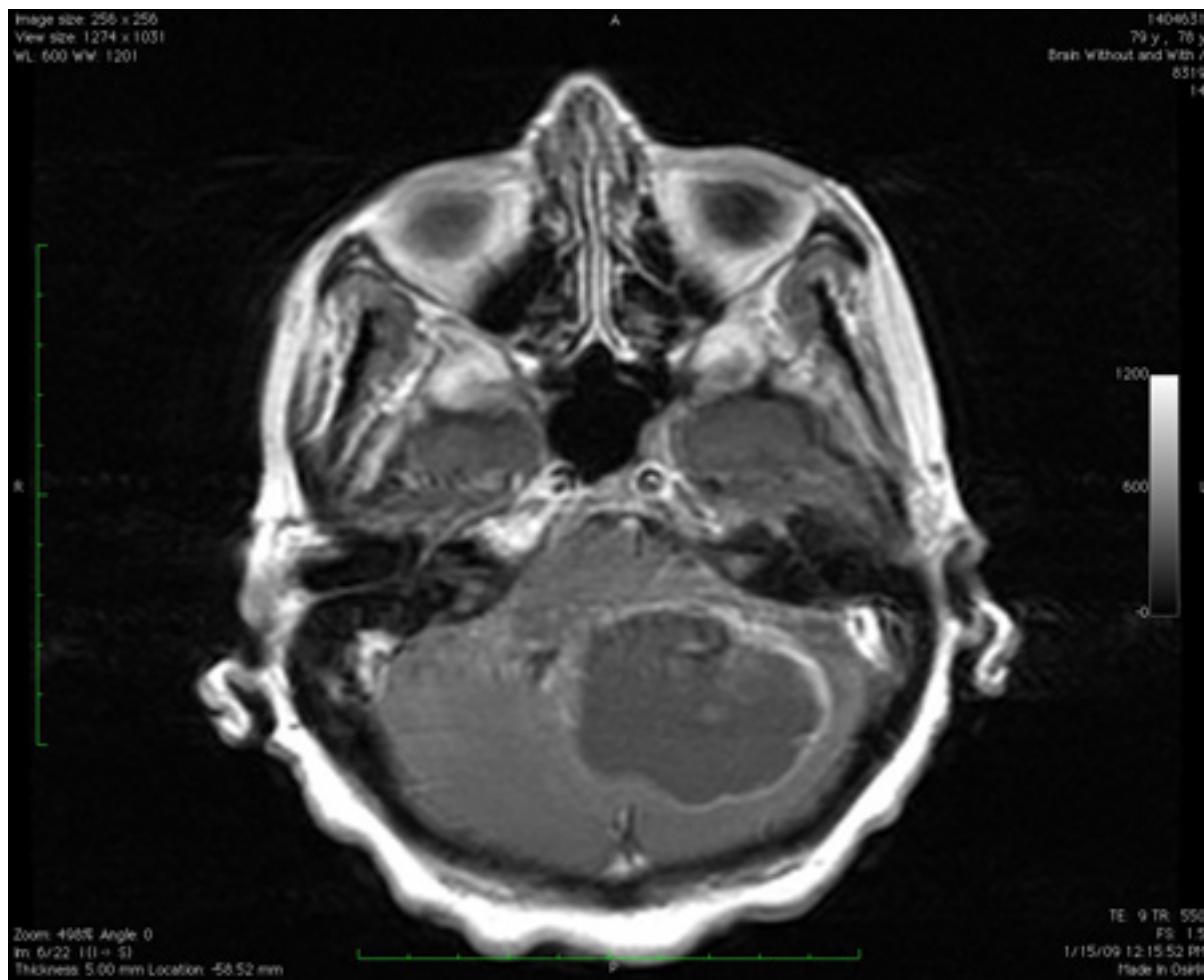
Lesão de massa grande no cerebelo com efeitos de pressão, conforme observado na ressonância nuclear magnética (RNM)
